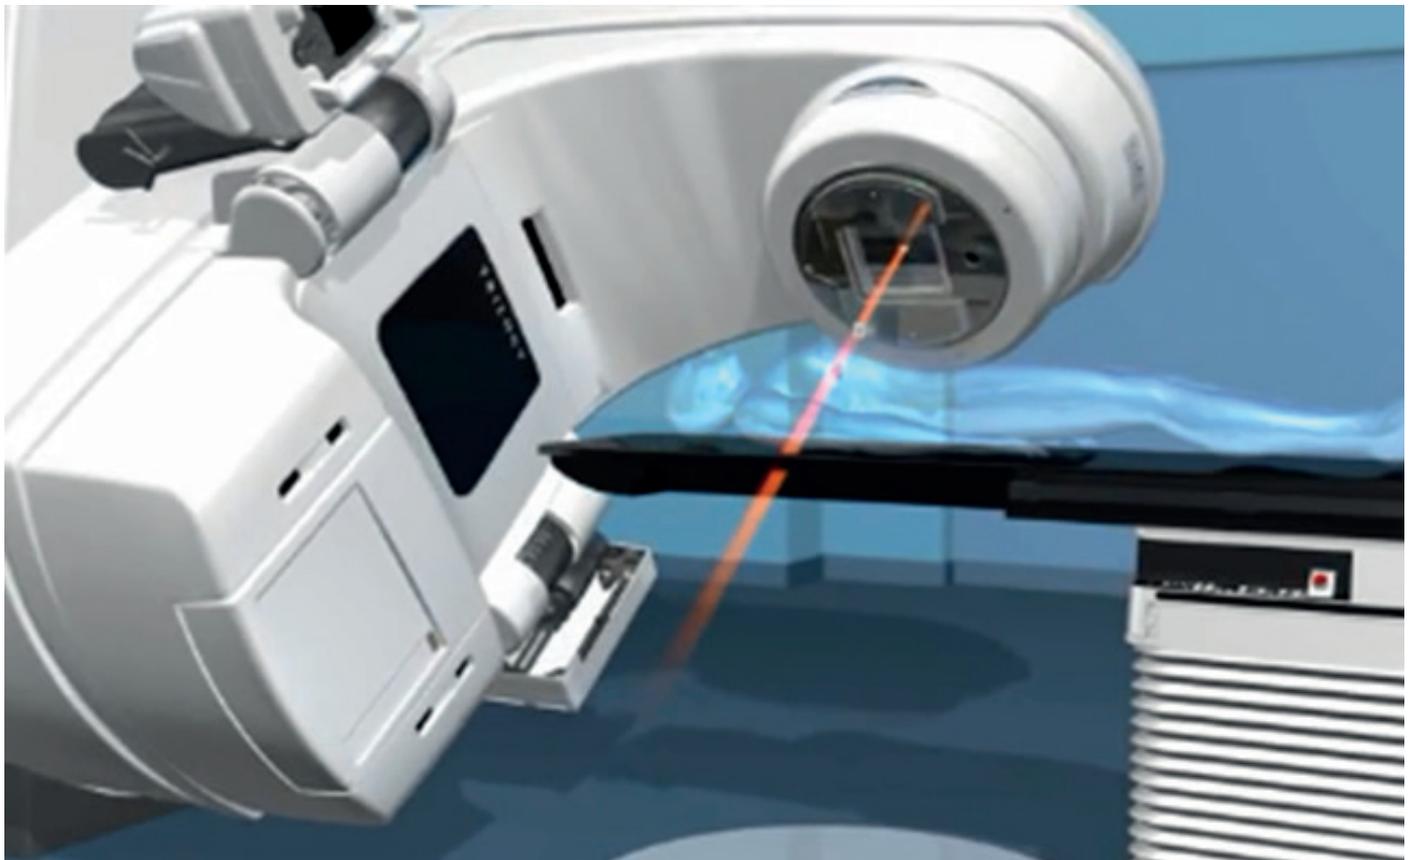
Moderner Linearbeschleuniger mit kV, MV-Bildaufnahmetechnik und Cone Beam Computertomograph (CB-CT) und 6D-Tisch
